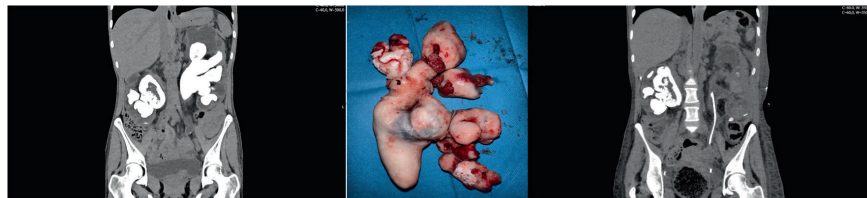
Remoção de cálculo coraliforme maciço por nefrolitotomia anatrófica esquerda e pielolitotomia. A: TC pré-operatória mostrando cálculos coraliformes bilaterais e assimetria dimensional entre os rins. O rim direito apresenta um volume reduzido e maior rarefação parenquimatosa. B: Cálculos coraliformes removidos. C: TC mostrando a remoção completa dos cálculos do rim esquerdo.
